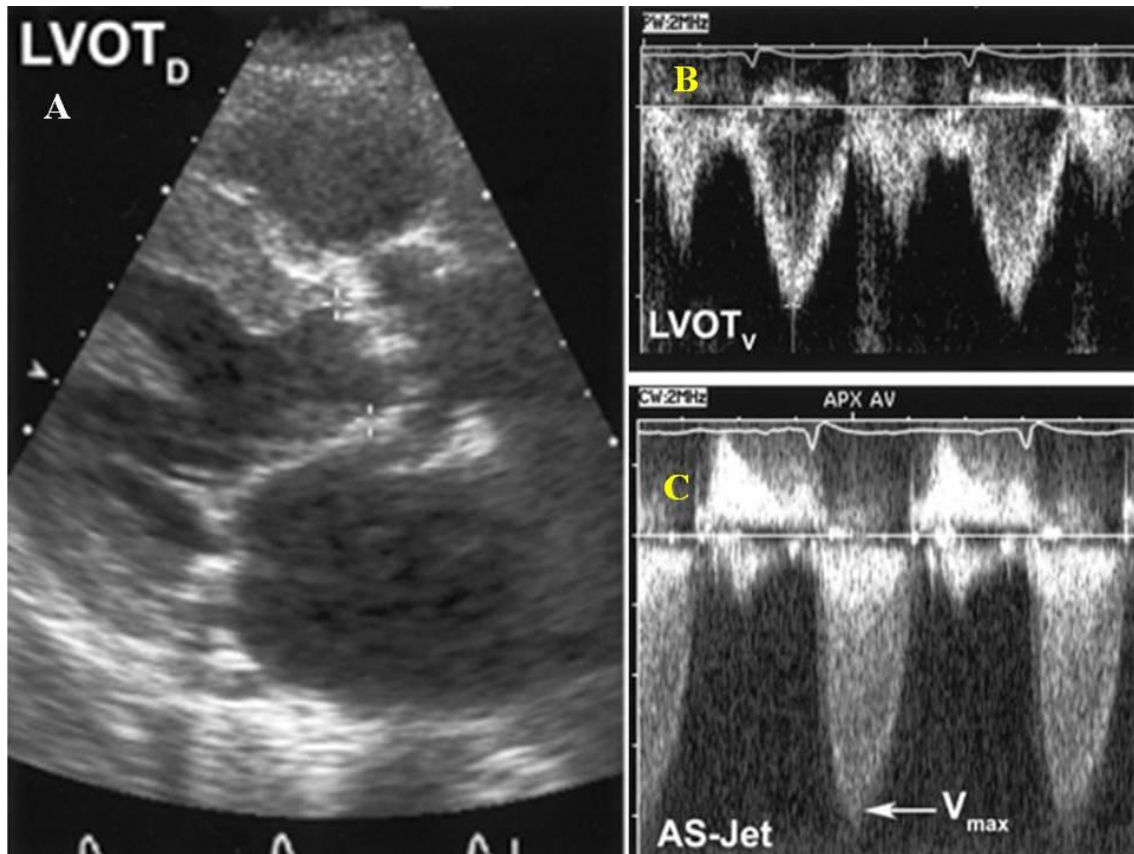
Imagen A: medida del tracto de salida del ventrículo izquierdo en modo 2-D en el eje largo para-esternal. Imagen B: espectro de velocidades con Doppler pulsado del flujo sistólico a nivel del tracto de salida del ventrículo izquierdo. Imagen C: espectro de velocidades con Doppler de onda continua del flujo sistólico aórtico. (Tomado de *Otto CM*, 2006).
